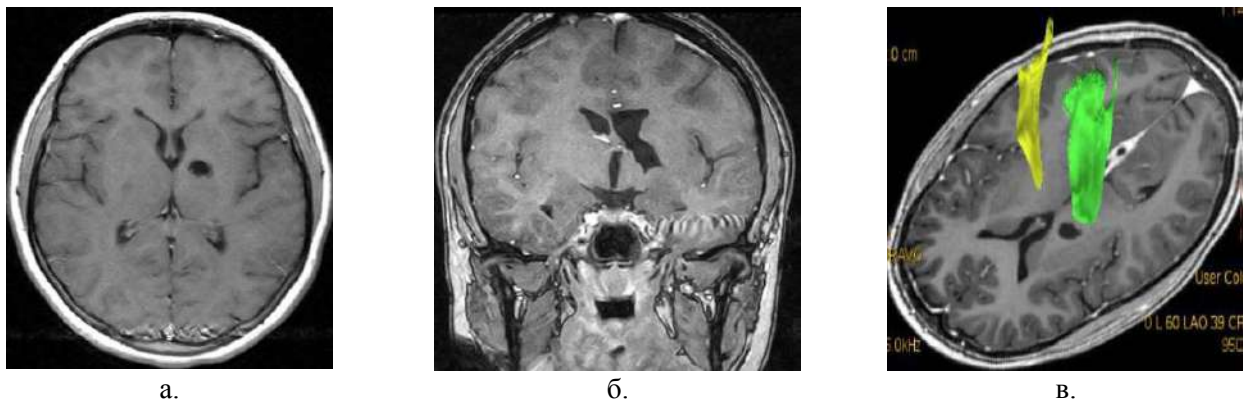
МРТ в режиме Т1 с контрастным усилением в аксиальной (а) и фронтальной проекции (б) и MR-ДТ трактография (в) через 1 год после операции
